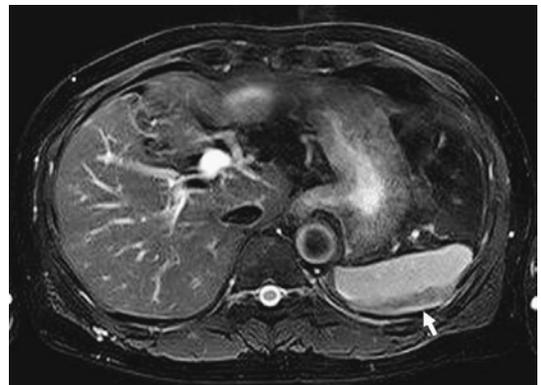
T2-weighted MRI revealed a flat low intensity lesion (arrow).
